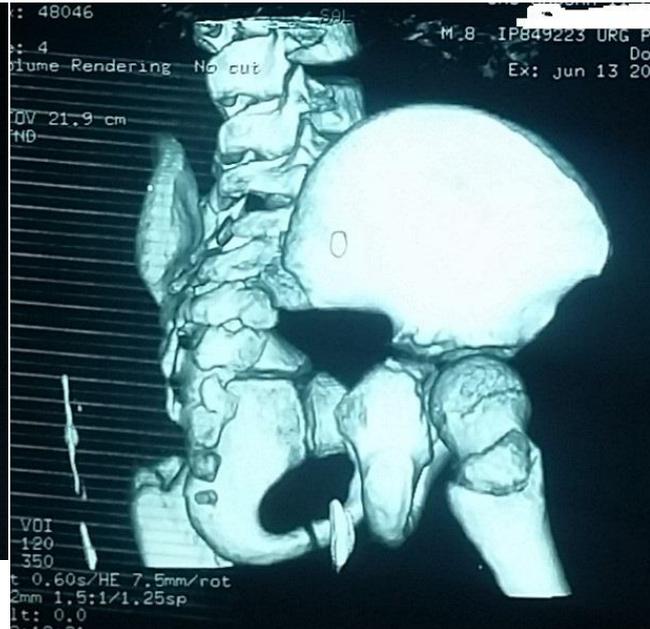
TDM du bassin coupe axiale 3D de contrôle (vue postérieure) montrant une bonne réduction sans lésion associée
